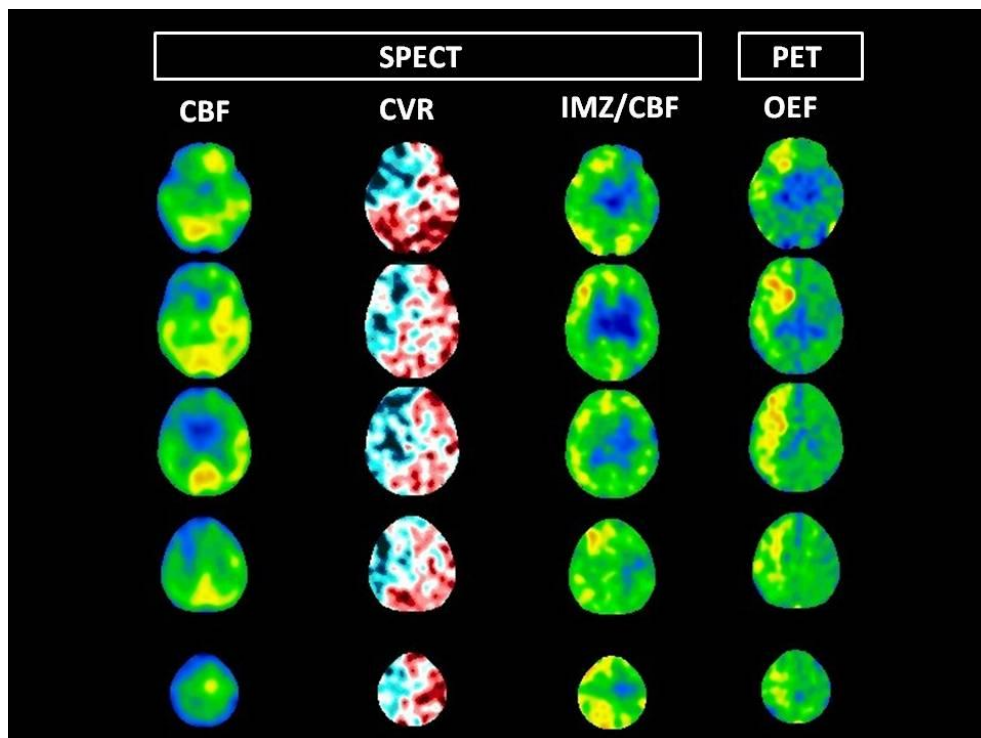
A 74-year-old man with symptomatic right internal carotid artery occlusion and a transient ischemic attack manifesting as left motor weakness. CBF SPECT show reduced CBF and CVR in the right cerebral hemisphere in which PET-OEF and SPECT-IMZ/CBF ratios are increased.
